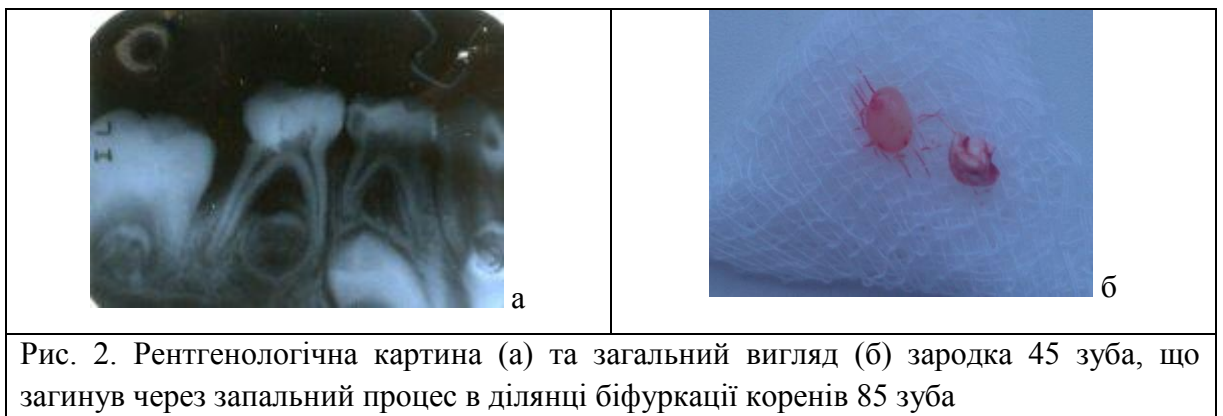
Рентгенологічна картина (а) та загальний вигляд (б) зародка 45 зуба, що загинув через запальний процес в ділянці біфуркації коренів 85 зуба
